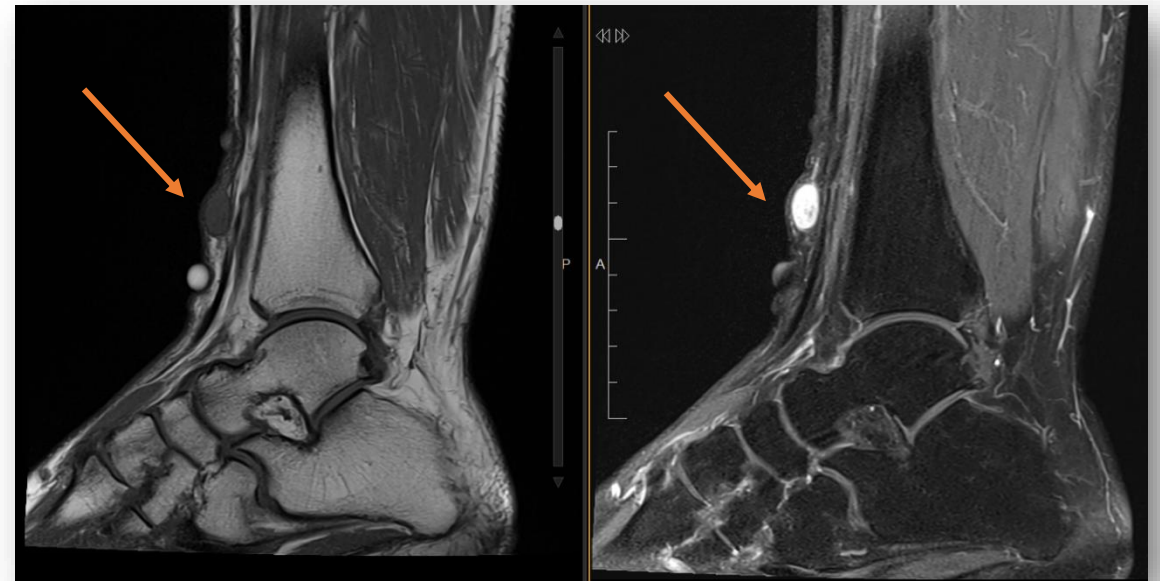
Secuencias de RM potenciadas en T1 y T1 con contraste (Gadolinio), en las que se aprecia intenso realce con CIV.
